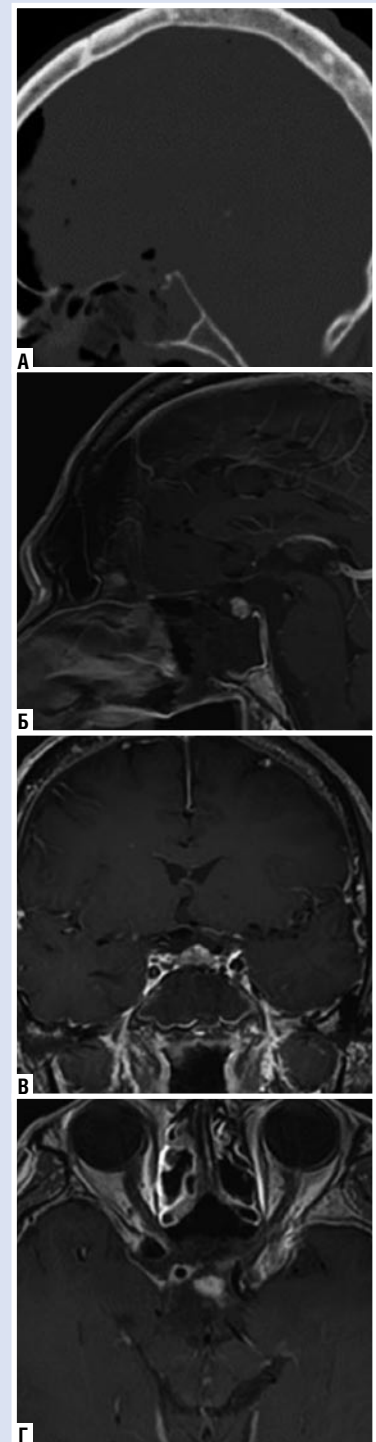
Послеоперационная КТ и МРТ головного мозга. А — сагиттальное КТ-изображение демонстрирует адекватное удаление кости из planum sphenoidale (площадка основной кости), tuberculum sellae (бугорка турецкого седла), а также sellar floor (передней стенки турецкого седла) при расширенном эндоскопическом эндоназальном трансфеноидальном доступе. Б–Г — послеоперационная МРТ с контрастным усилением демонстрирует тотальную резекцию краниофарингиомы.
